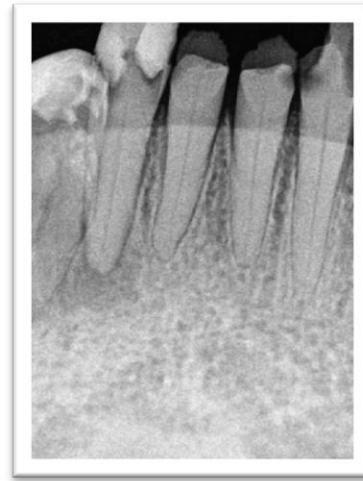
/3a 2. Radiografía Preoperatoria.
